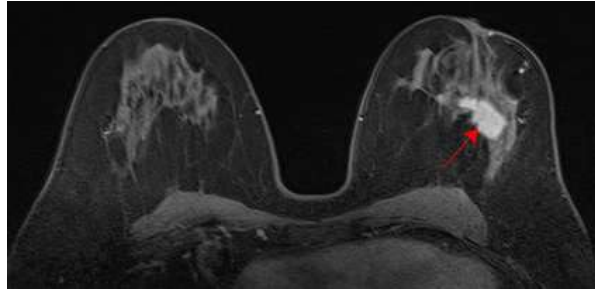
IRM mammaire en coupe axiale, après injection de gadolinium (UMVF)
